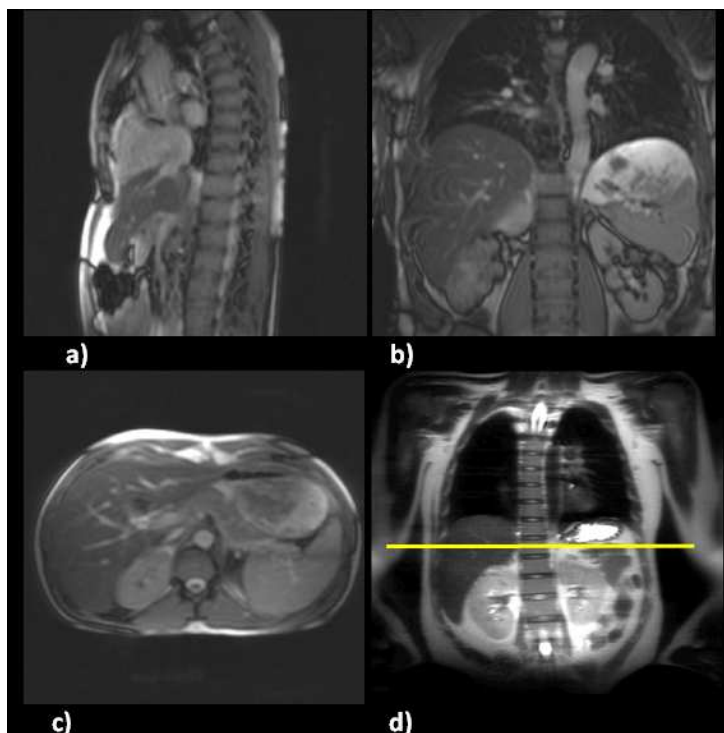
MRT-Localizer im a) sagittalen, b) coronaren und c) transversalen Schnitt und d) Auswahl der Schicht mit Leber und Milz im größtmöglichen Durchmesser
